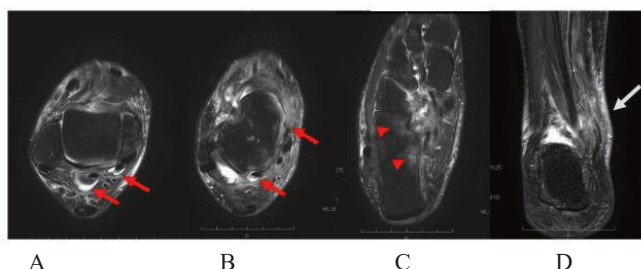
右足関節 MRI 画像(脂肪抑制 T2 強調)
